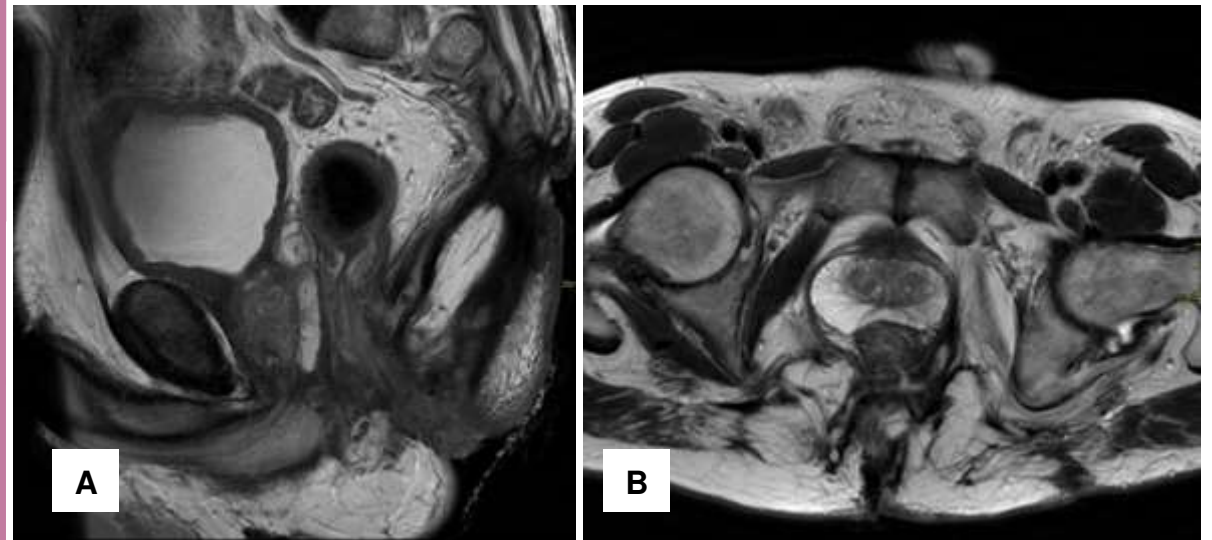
RM de recto: corte sagital (A) y axial (B) potenciados en T2 en paciente con fístulas conocidas. Desde el canal anal y por detrás del recto se ven múltiples trayectos fistulosos con orificios cutáneos múltiples, marcados signos inflamatorios con aumento de señal en T2, captación aumentada de contraste y contenido líquido.
